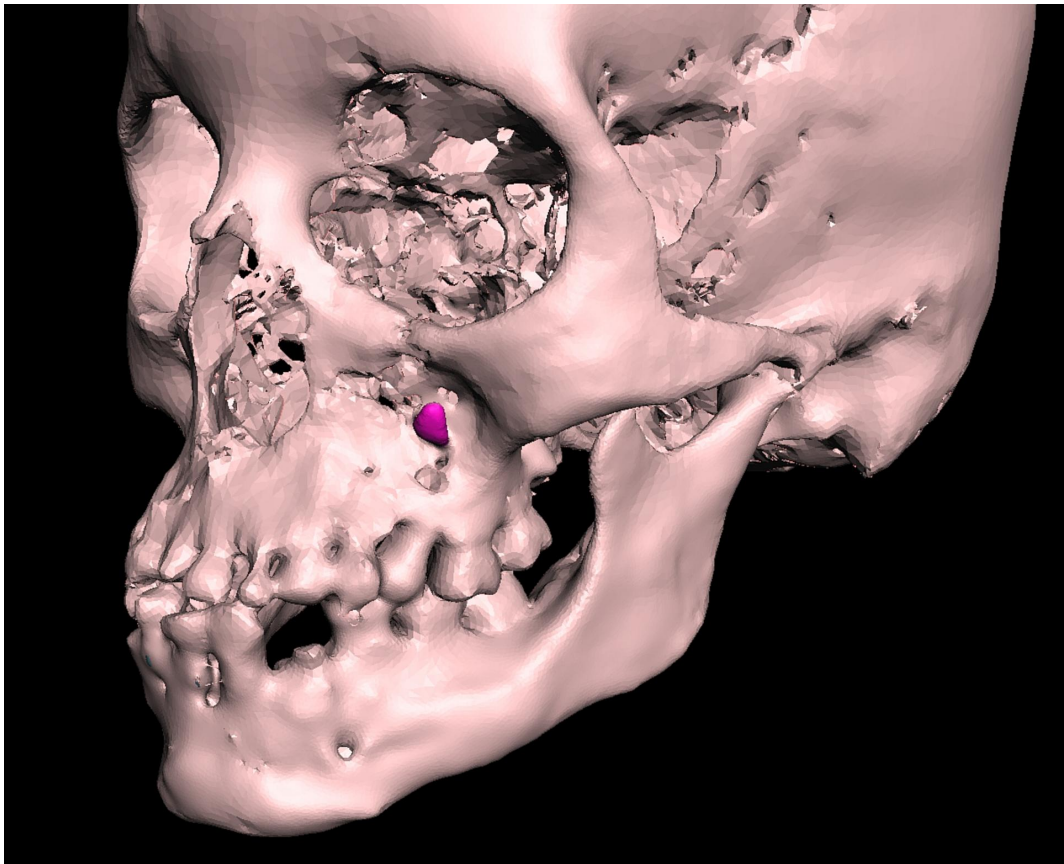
Tomografía computarizada en 3D de la maxila y la mandíbula mostrando la presencia de un diente ectópico (en color lila) superpuesto en la superficie anterior del hueso maxilar izquierdo. Esta es una ubicación extremadamente rara para encontrar un diente ectópico.
